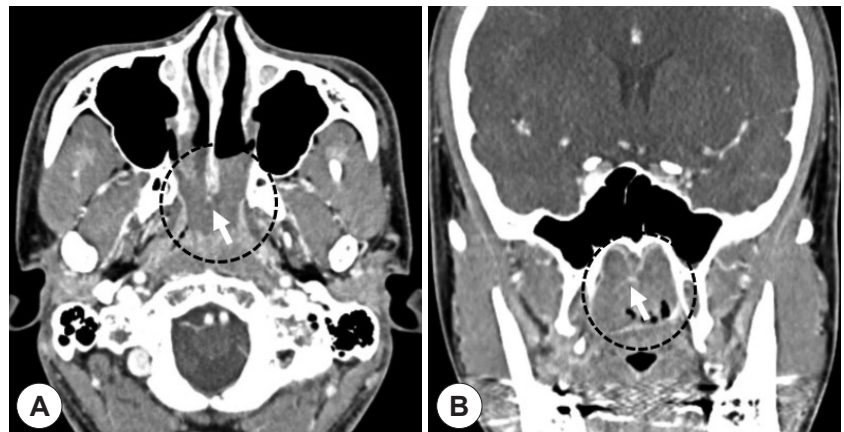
Axial (A) and coronal (B) CT image shows that ill-defined enhancing soft tissue density fills up the posterior nasal cavity and the nasopharyngeal space (black dotted circle). 1–2 mm sized nodule with enhancement is seen on medial choanal arch (white arrow).
